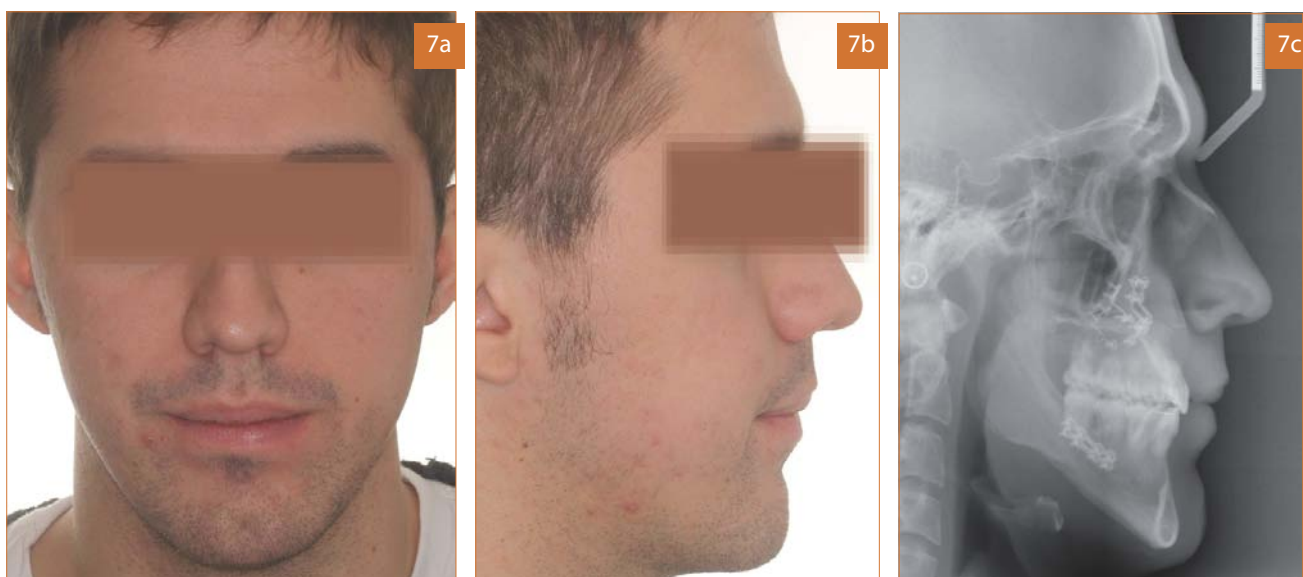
Cara, frente y perfil, y telerradiografía después del TMD.
